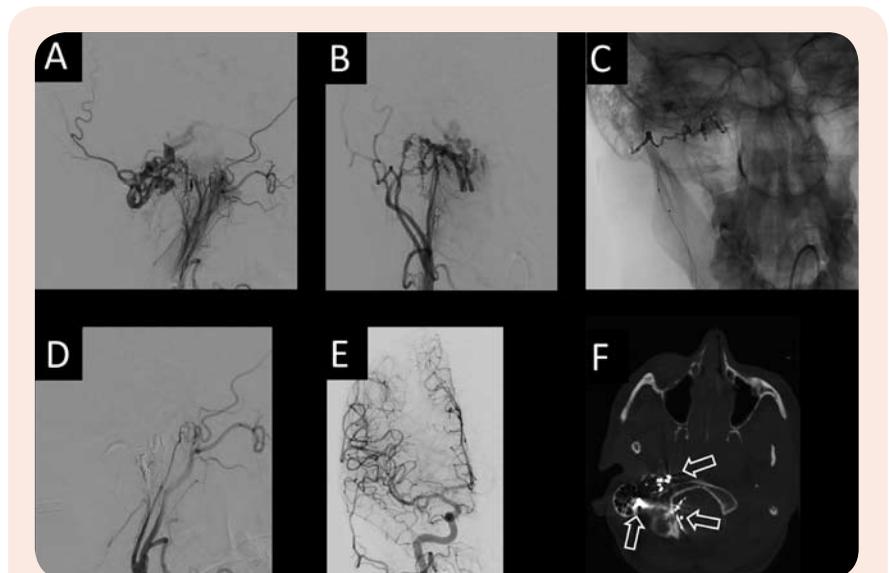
A) und B) Die mittels digitaler Subtraktionstechnik angefertigten Angiographie-Bilder vor der Behandlung zeigen das Gefäßkonvolut mit Übertritt von Kontrastmittel aus der Arterie direkt in die Vene. C) Auf dem Röntgenbild nach der Behandlung sind (schwarz) die Embolisate erkennbar. D) Nach der Behandlung ist die Fistel „verklebt“ und das Knäuel färbt sich nicht mehr an. E) Anschließend besteht wieder eine normale Hirndurchblutung. F) Rechts unten ist ein Computertomogramm nach der Behandlung abgebildet und zeigt (weiß) das eingebrachte Embolisationsmaterial, markiert durch die Pfeile.
